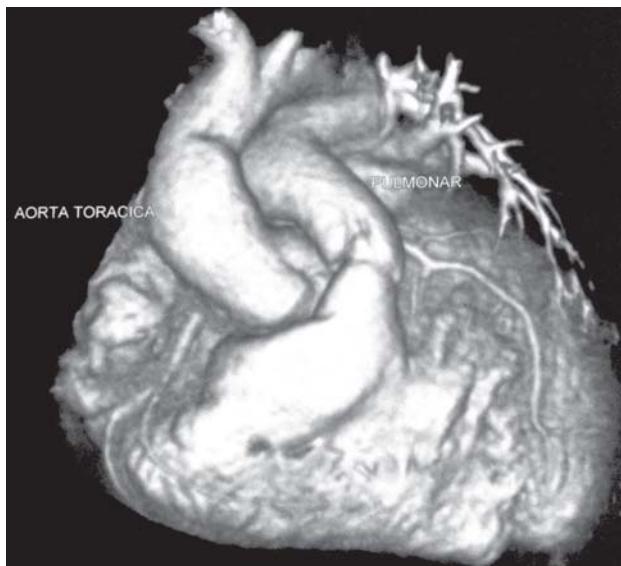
Angiotomografia realizada no pós-operatório imediato demonstrou posicionamento adequado do tronco pulmonar dos ramos pulmonares e da aorta ascendente
